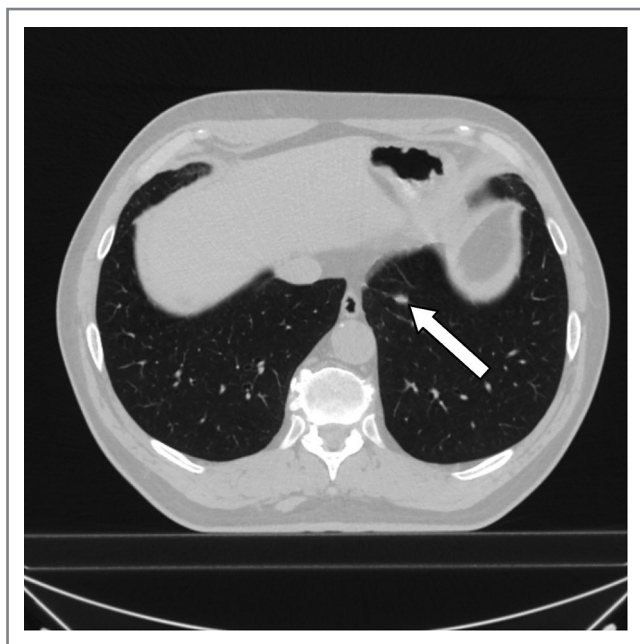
КТ органов грудной полости с очагом в нижней доле левого легкого.
